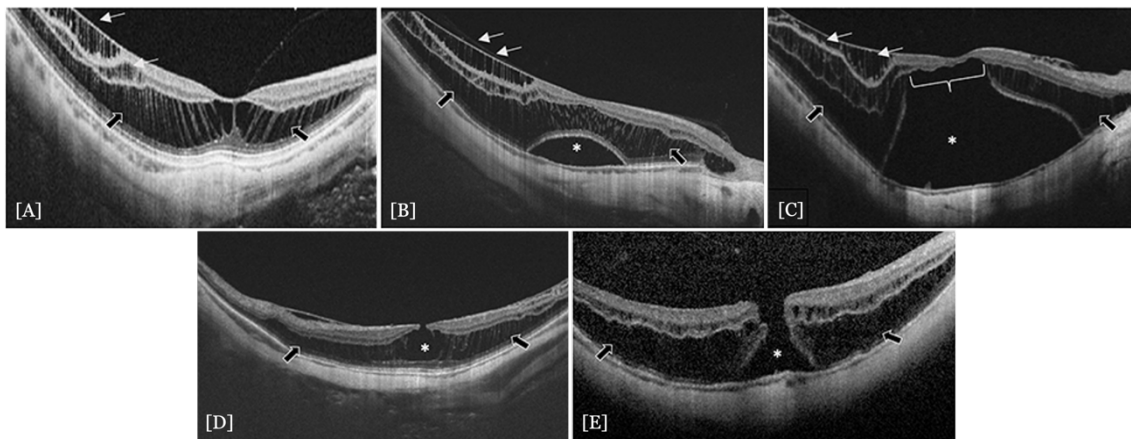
Imagens de Tomografia de Coerência Óptica de maculopatia miópica tracional. [A] *Foveoschisis*. Células de *Müller* esticadas em múltiplas estruturas colunares. [B] Descolamento foveal. [C] Descolamento da retina. [D] Buraco macular lamelar. [E] Buraco macular. Legenda: camadas mais internas marcadas com as setas brancas, camadas mais externas marcadas com as setas pretas e o asterisco indica a zona de descolamento. Adaptado de (27).
